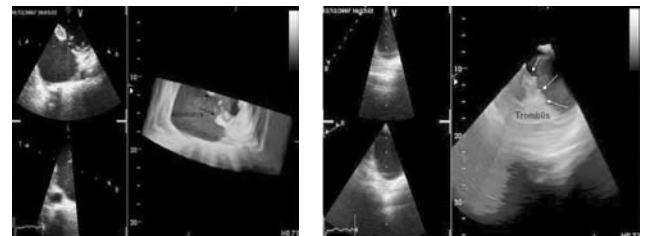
The neck of the false aneurysm in three-dimensional echocardiography. Fig 7. Thrombus inside the false aneurysm in three-dimensional echocardiography.
